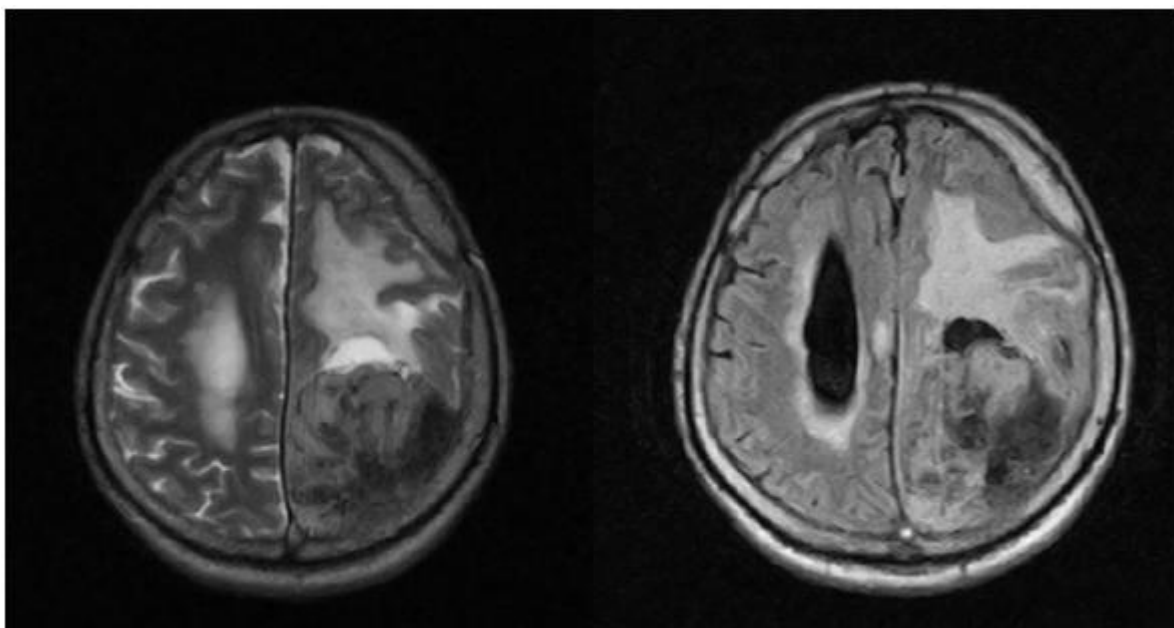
МРТ головного мозку: Менінгіома лівої верхньо-бічної поверхні (клінічний випадок пацієнта Д.)
